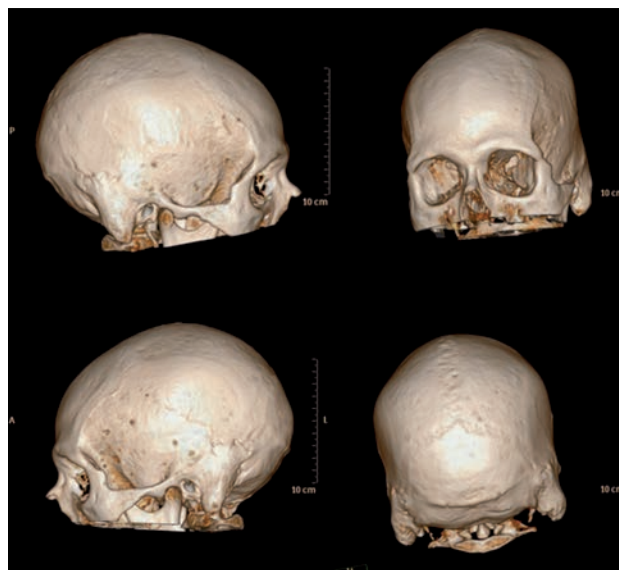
Reconstrucción volumétrica de una TAC de cráneo que evidencia múltiples lesiones osteolíticas en diversas regiones del cráneo en donde aún no existían lesiones parenquimatosas.
